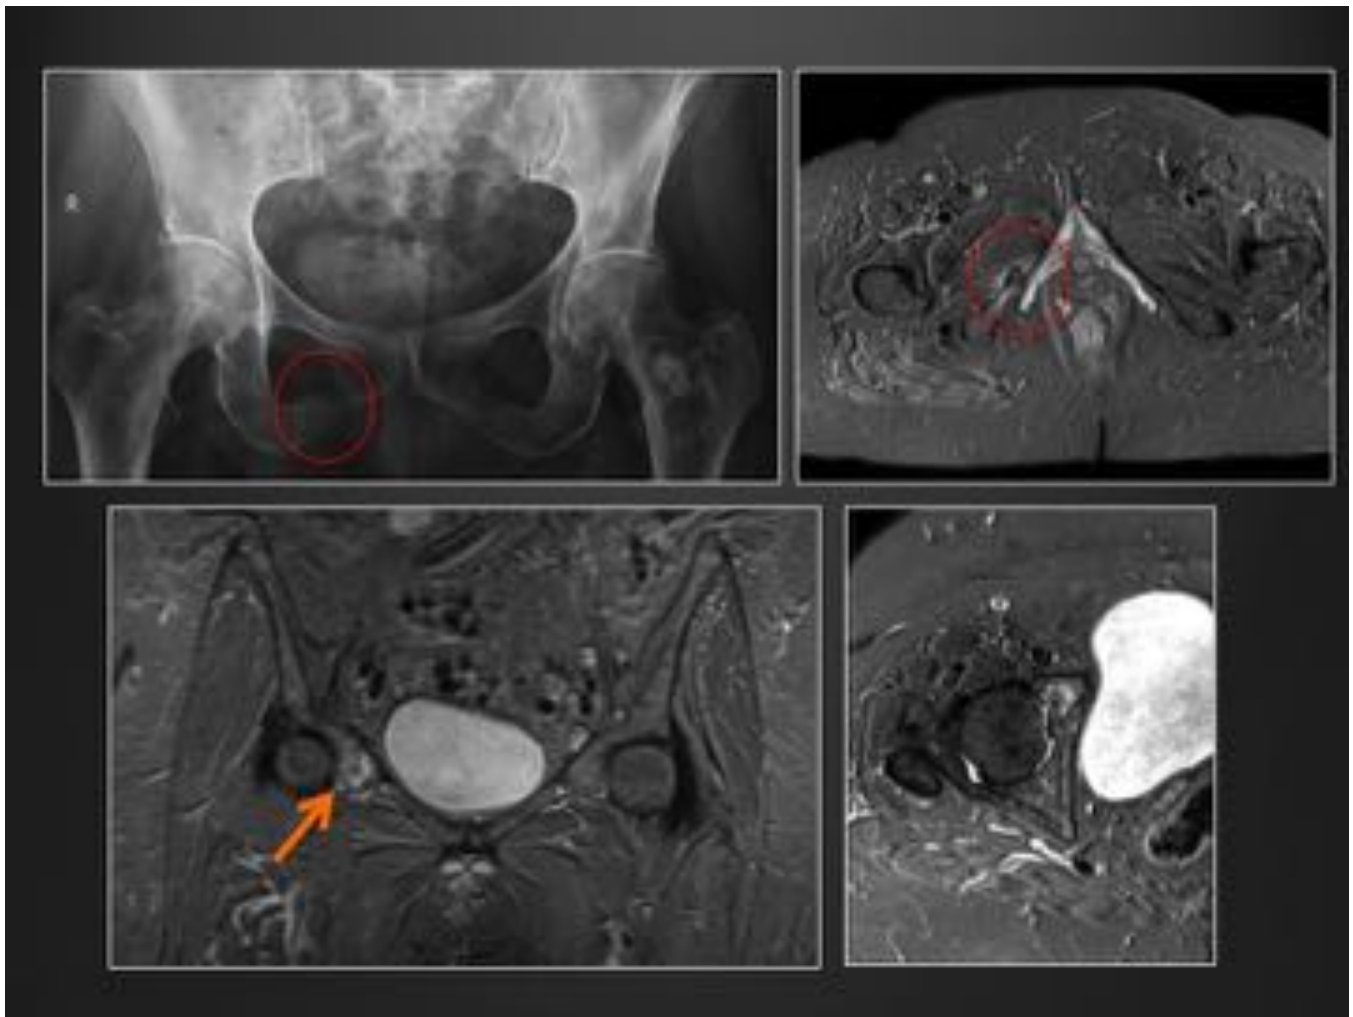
En la Rx de pelvis se observa fractura de rama isquiopubiana derecha (circulo rojo). La RM confirma el hallazgo, y demuestra otra fractura por insuficiencia en rama iliopubiana ipsilateral (flecha naranja).
